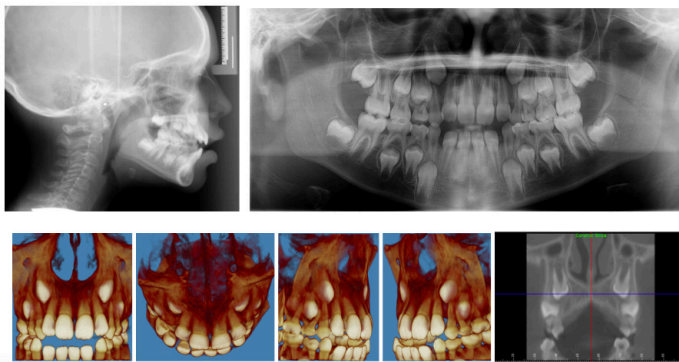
Telerradiografía lateral, radiografía panorámica y CBCT iniciales.
